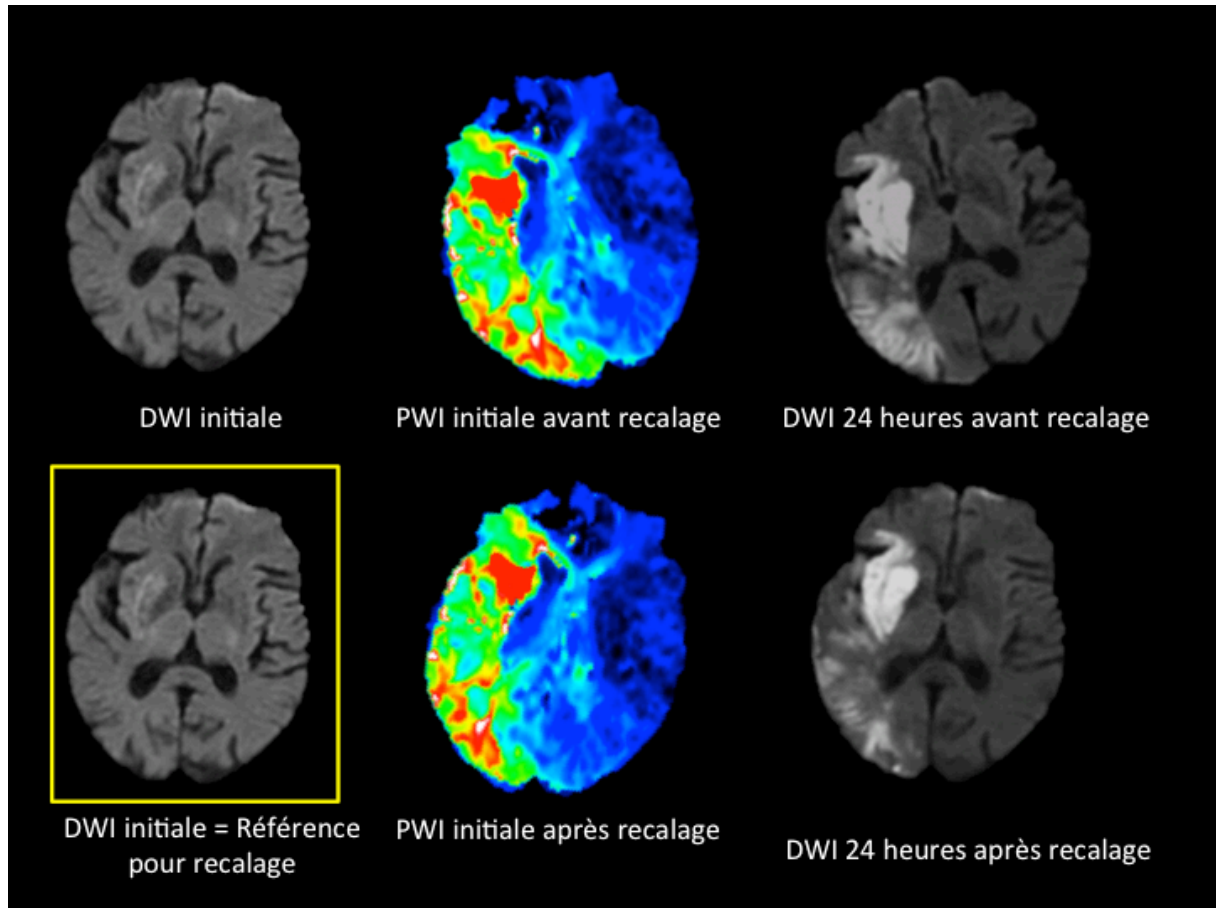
Recalage 3D rigide automatique des cartographies de Tmax pré-traitement (PWI initiale) et de la séquence de diffusion à 24 heures (DWI 24 heures) sur la séquence de diffusion pré-traitement (DWI initiale)
